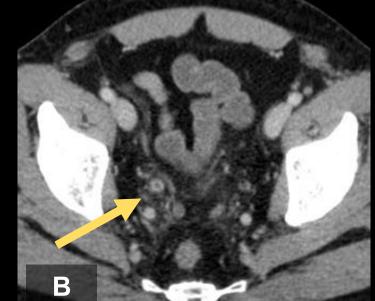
51 años. Consulta por aumento de volumen testicular derecho, disuria y hematuria. A la ecografía se observa orquiepididimitis y funiculitis derecha. En las imágenes seleccionadas, se observa una colección escrotal derecha anecogénica con aumento de vascularización periférica (A), asociada a dilatación y cambios inflamatorios del conducto espermático ipsilateral.
